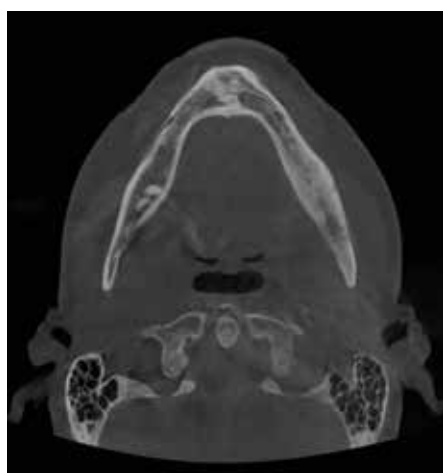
Cone Beam CT, coupe axiale
